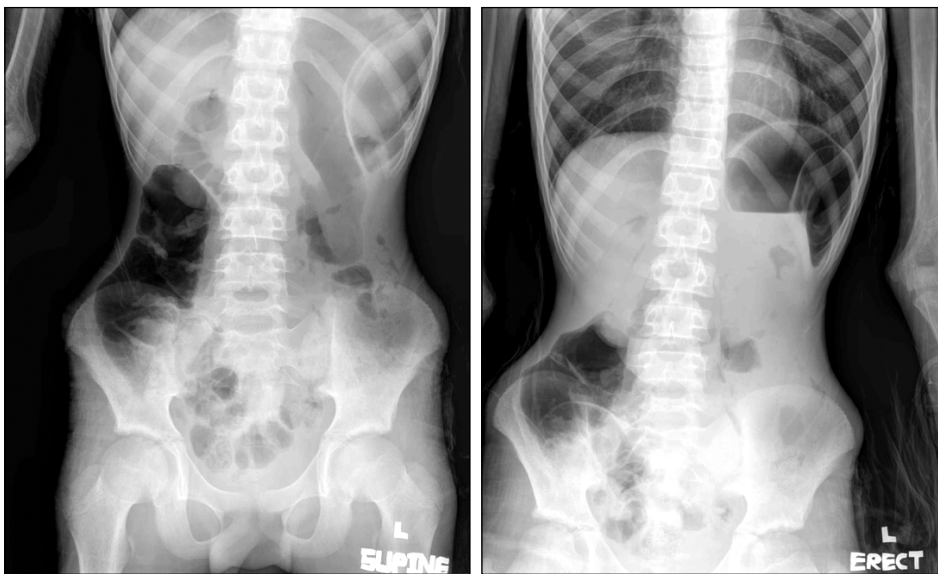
A plain abdominal X-ray revealing substantial enlargement of the stomach. In the supine view, the free air was seen near the splenic area.
